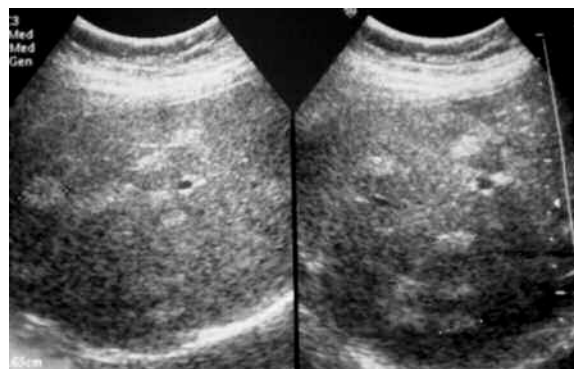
Ecografía hepática que muestra la existencia de múltiples lesiones focales hiperecogénicas.
